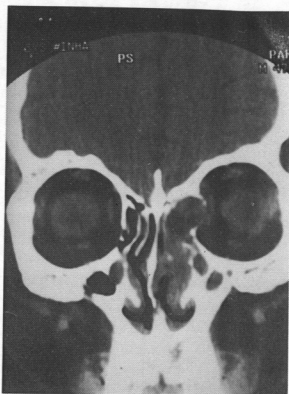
OMU CT showing soft tissue density in left frontal and anterior ethmoid sinus outbulging into the left orbit.
